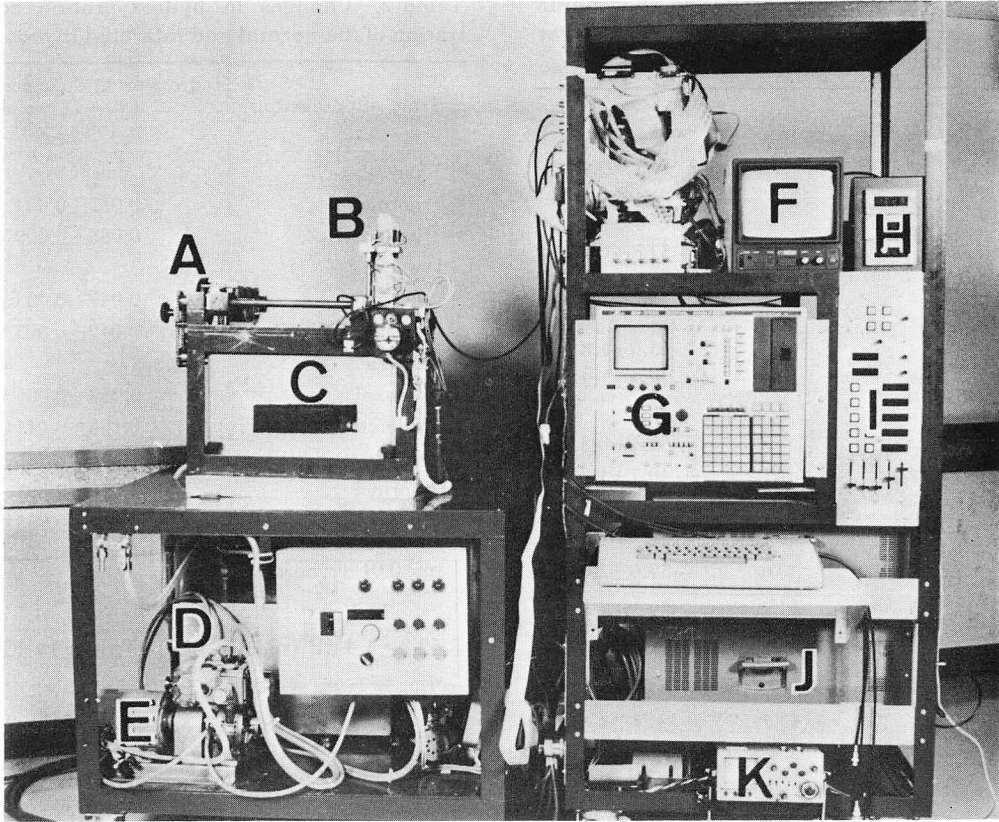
A system employed for measurement of backscattered ultrasound.
